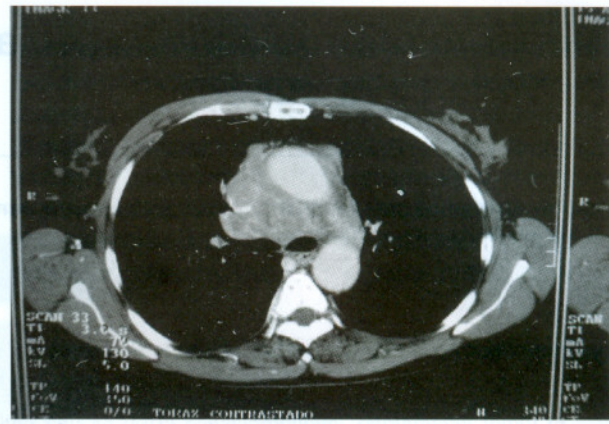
TAC de tórax en la que se observa la lesión tumoral con obstrucción de la vena cava superior.
